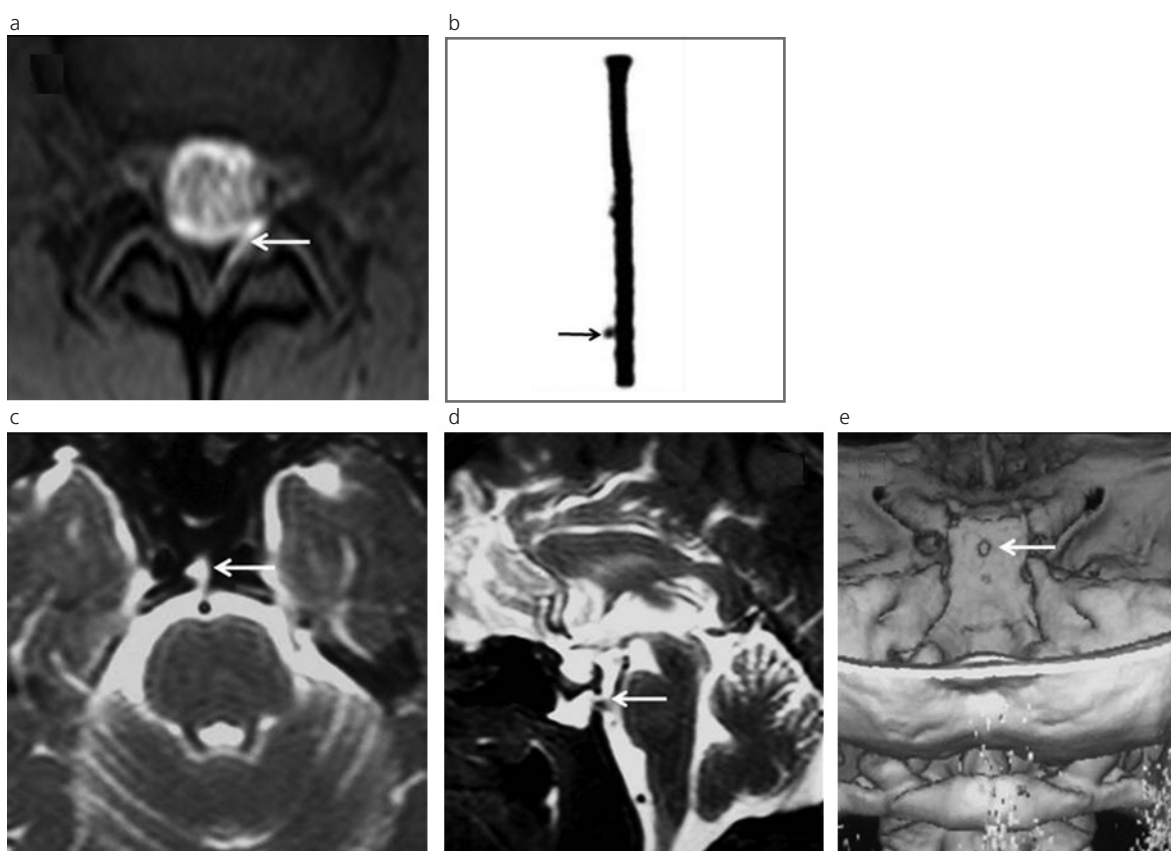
Desgarros durales. (a) RM en ponderación T1 STIR, plano axial, con gadolinio intratecal. Sitio del desgarro dural. (b) Cisternografía radioisotópica con Tc99m - DTPA. Señala el sitio del desgarro que muestra la figura a. (c) y (d) RM secuencia Fat Sat, planos axial y sagital. Sitio del desgarro dural con pasaje de LCR. (e) 3D TC: defecto óseo asociado.
